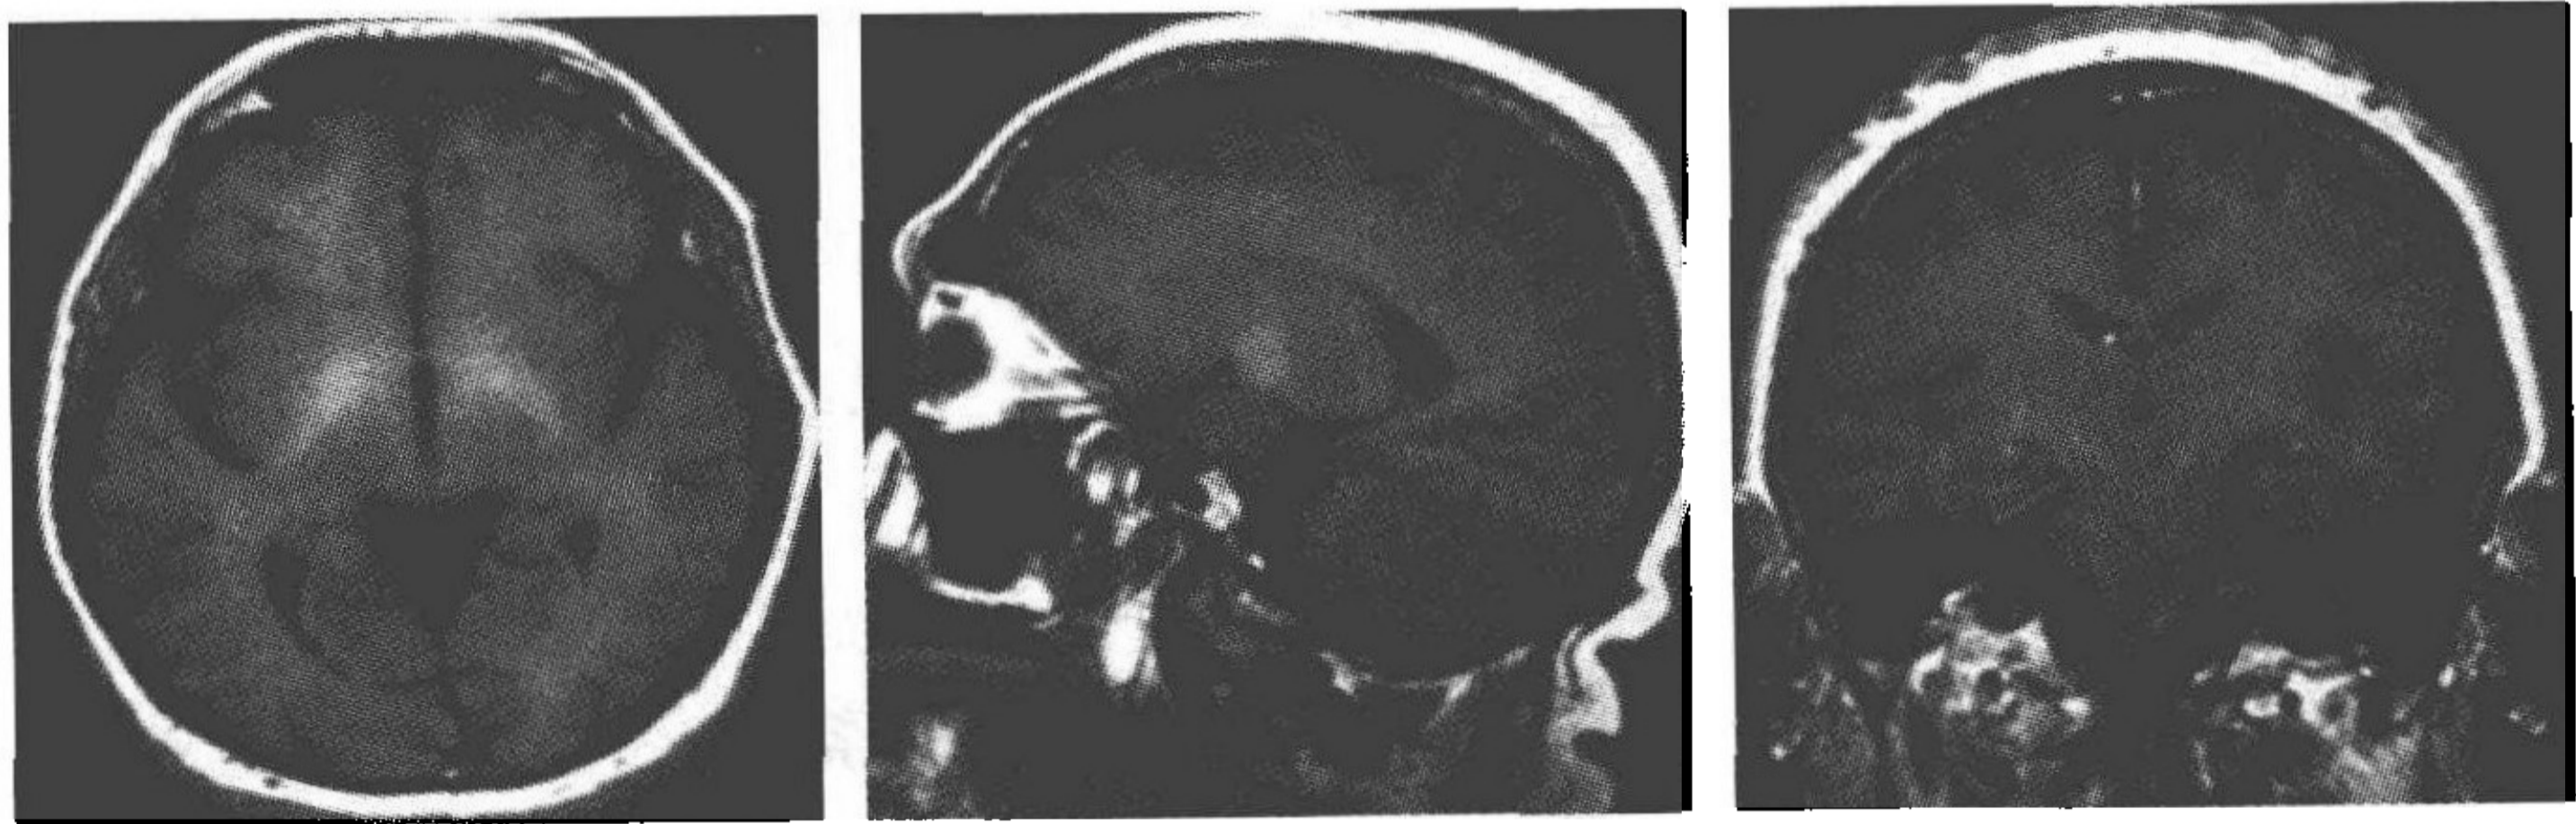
头部 MRI 示颅内多发病灶,白质为主
